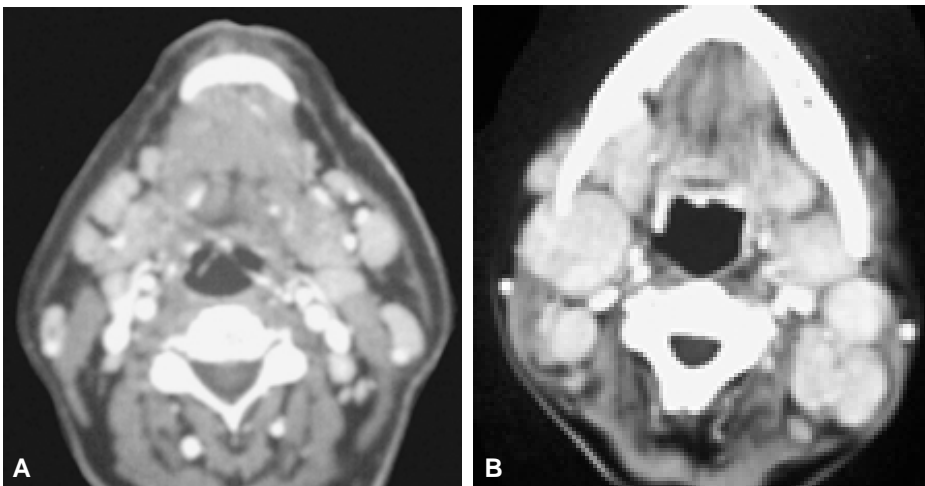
TC. Ganglios homogéneos isodensos a músculo sin DME: Pequeños en los niveles I B, II y yugulares externos por mononucleosis infecciosa en A) enormes y ligeramente hipervasculares en los niveles I y II en la enfermedad de Rosai Dorfman en B) Diagnóstico diferencial de linfadenopatías homogéneas de linfoma.
